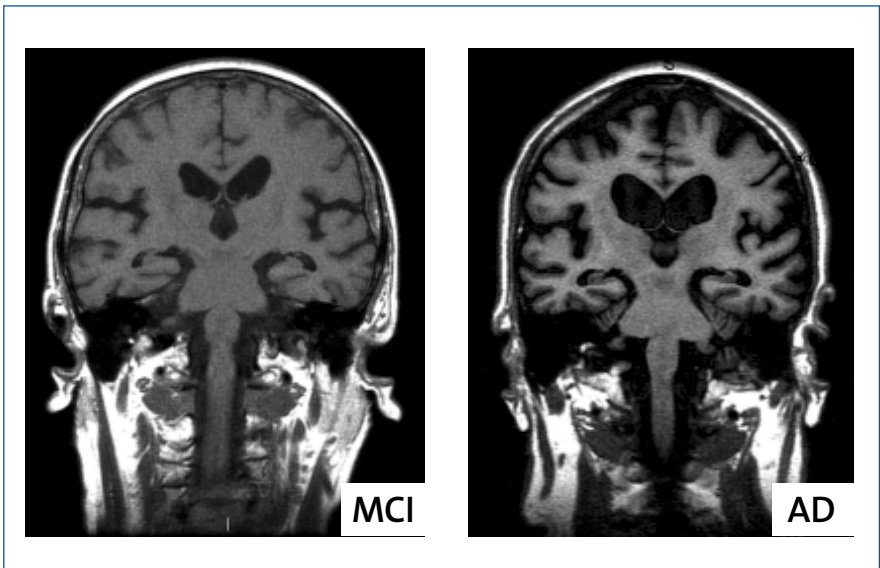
Kernspintomographien von verschiedenen Krankheitsstadien. Während beim MCI-Patienten (links) eine mäßige Atrophie nachweisbar ist, finden sich beim Alzheimer-Patienten (rechts) typischerweise bereits ausgeprägte Atrophie-Zeichen.
